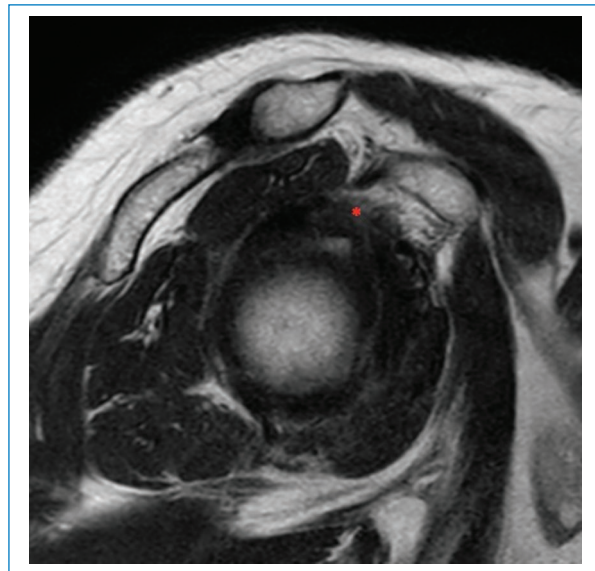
RM en secuencia potenciada en T2, corte sagital. Se observa obliteración de la grasa subcoracoidea (asterisco).
